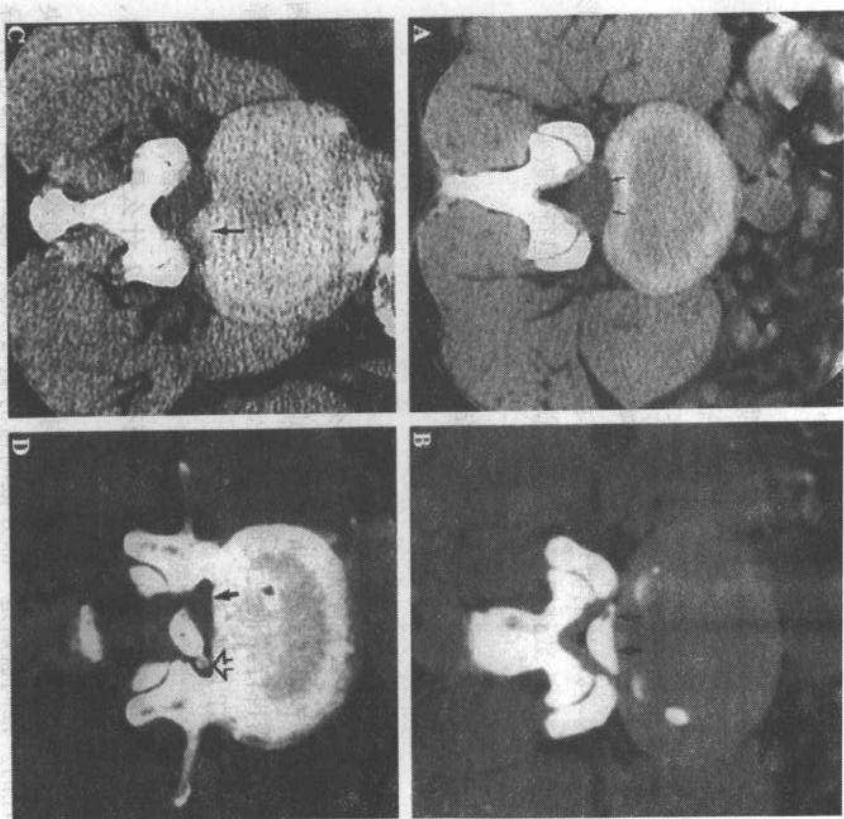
A 正常椎间盘,后缘凹陷(箭头)。B 椎间盘膨出。CT 脊髓造影显示膨出椎间盘的宽基底(箭头),压迫硬膜囊前部。C 椎间盘左后疝(箭头)。D 椎间盘右后疝。CT 脊髓造影显示右侧侧隐窝有疝出的椎间盘组织(箭头),正常由造影剂充盈的对侧神经根鞘(开口箭头)
